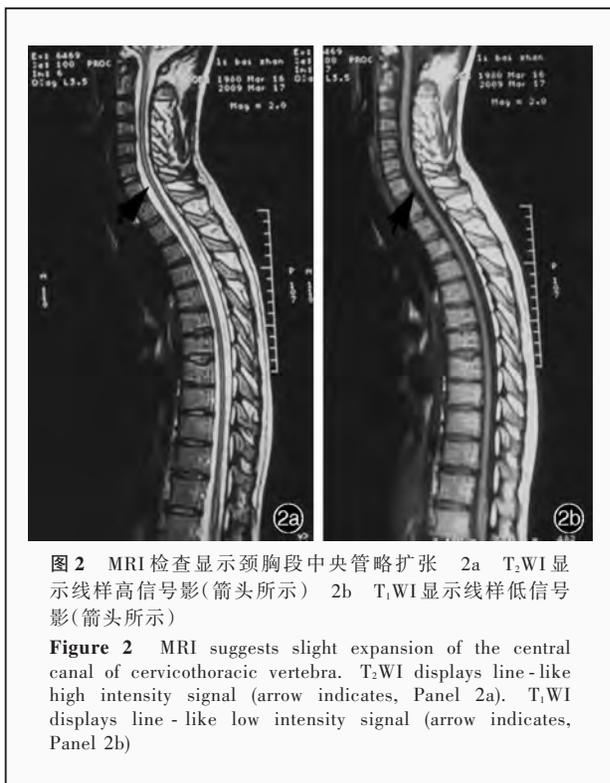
MRI 检查显示颈胸段中央管略扩张 2a T₂WI 显示线样高信号影(箭头所示) 2b T₁WI 显示线样低信号影(箭头所示)
